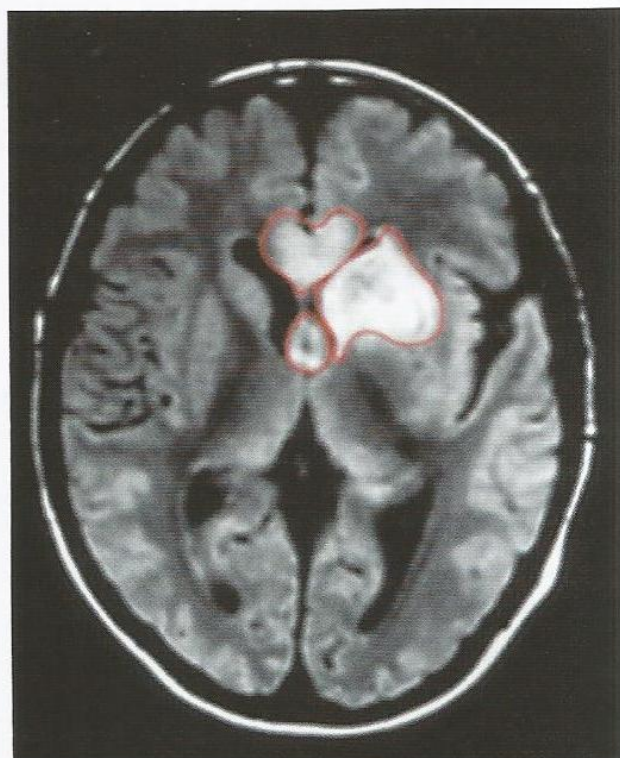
Lesões bilaterais dos núcleos septais. Essa imagem de RM ponderada por prótons mostra anormalidades de sinais na parte anterior do corpo caloso e nos dois fórnices. Também havia uma anormalidade de sinais volumosa nos gânglios basais esquerdos.
